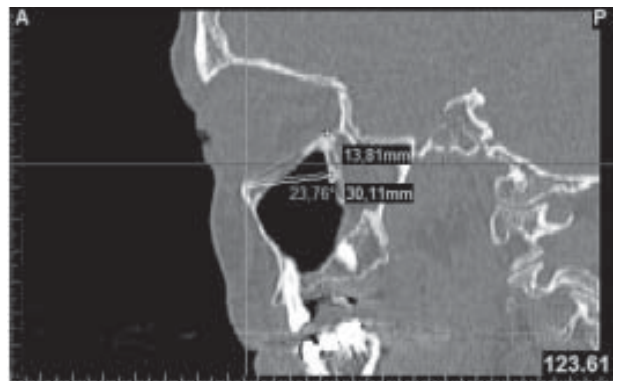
Сагітальний зріз КТ демонструє висхідне косо положення дна орбіти.
